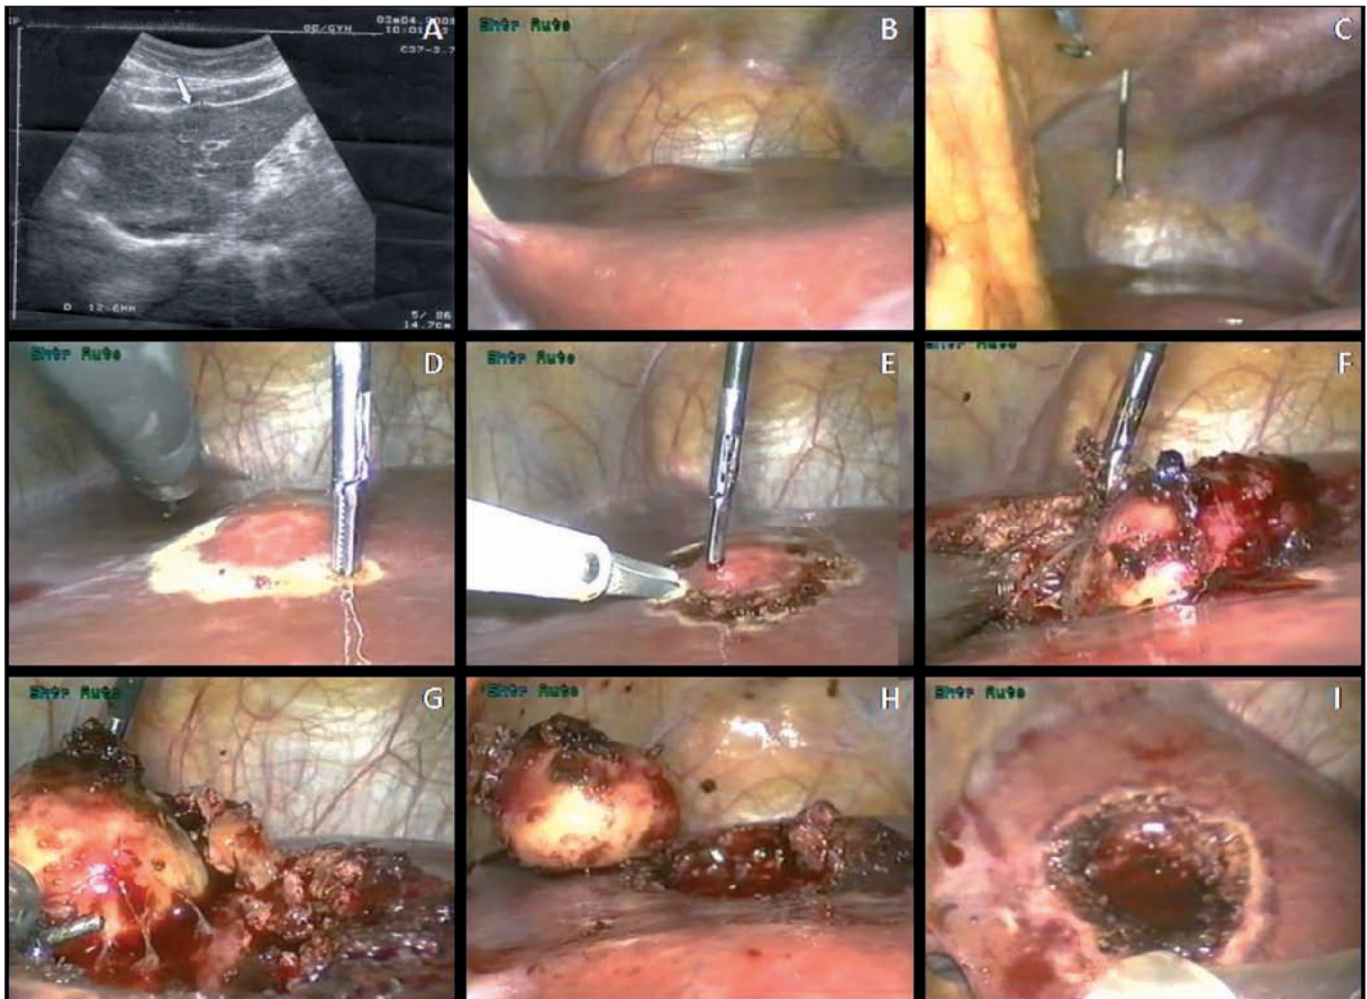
A. Ecografía de la lesión. B. Protrusión de la lesión en la cápsula de Glisson. C-I. Enucleación de la lesión (imágenes tomadas por los autores del trabajo).
